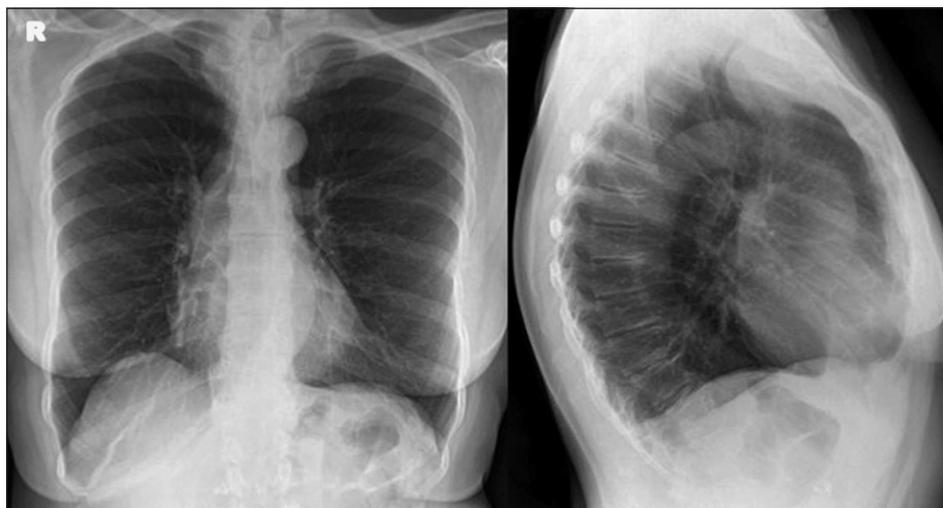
Radiografía de tórax postero-anterior y lateral de paciente con BIT. Se observa bocio en mediastino antero-superior que comprime y desvía la vía aérea.
